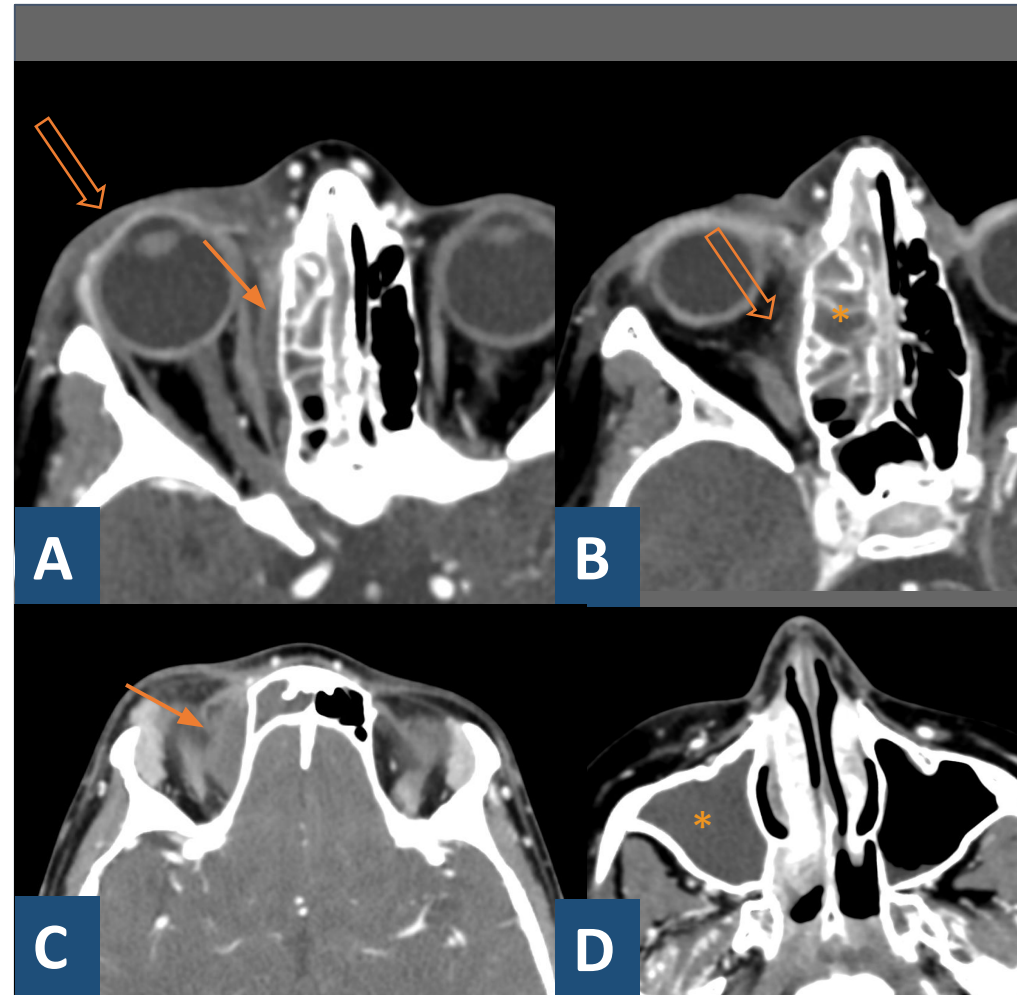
Las imágenes A, B, C, D muestran cortes axiales de un TC con contraste en fase venosa, donde identificamos una colección laminar con realce periférico adyacente a lámina papiréa derecha (*flecha*), en relación con absceso subperióstico, que asocia cambios inflamatorios en la grasa orbitaria (*flecha hueca*) y en los tejidos blandos periorbitarios, por lo que nos encontramos en el contexto de una celulitis pre y postseptal. Además, asocia opacificación subtotal de las celdillas etmoidales y seno maxilar derechos (*) como probable origen del cuadro infeccioso
